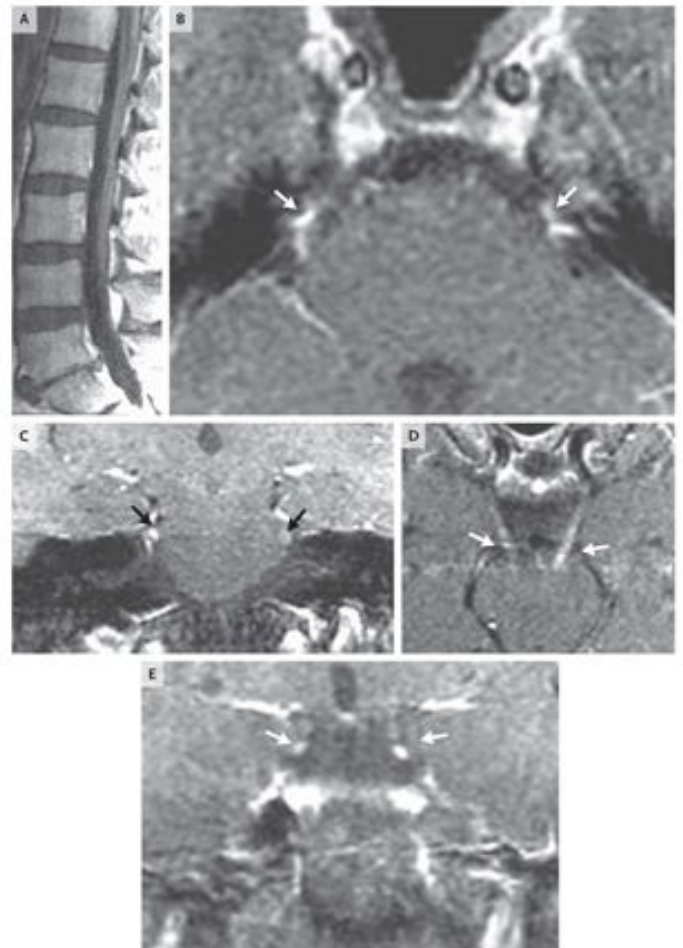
MRI of the Brain and Spinal Cord.
